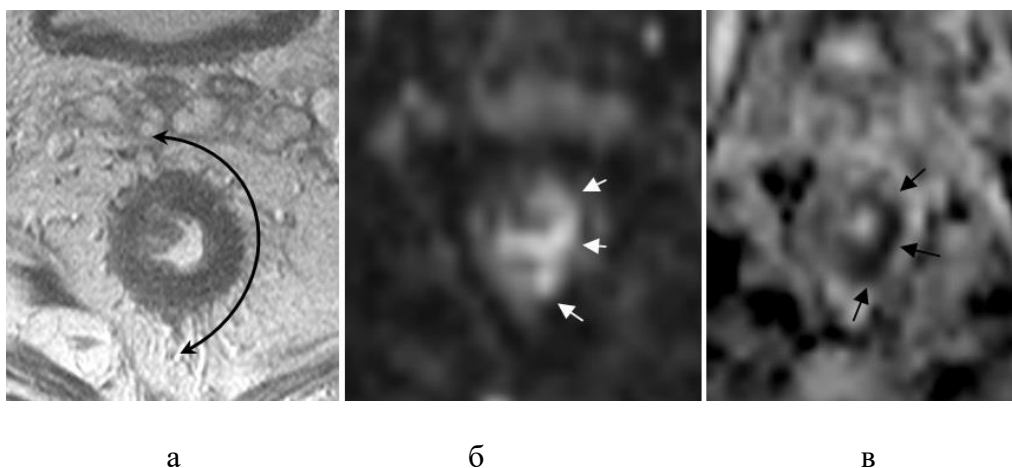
Пример оценки ответа опухоли с использованием ДВИ: а) Т2-ВИ; б) ДВИ; в) карта ИКД. Оценка по Т2-ВИ соответствует mrTRG 2, толстый фиброз (дуга); в структуре фиброза определяется участок ограничения диффузии с высоким сигналом на ДВИ (стрелки) и низким сигналом на карте ИКД; оценка с учетом ДВИ – mrTRG 3
